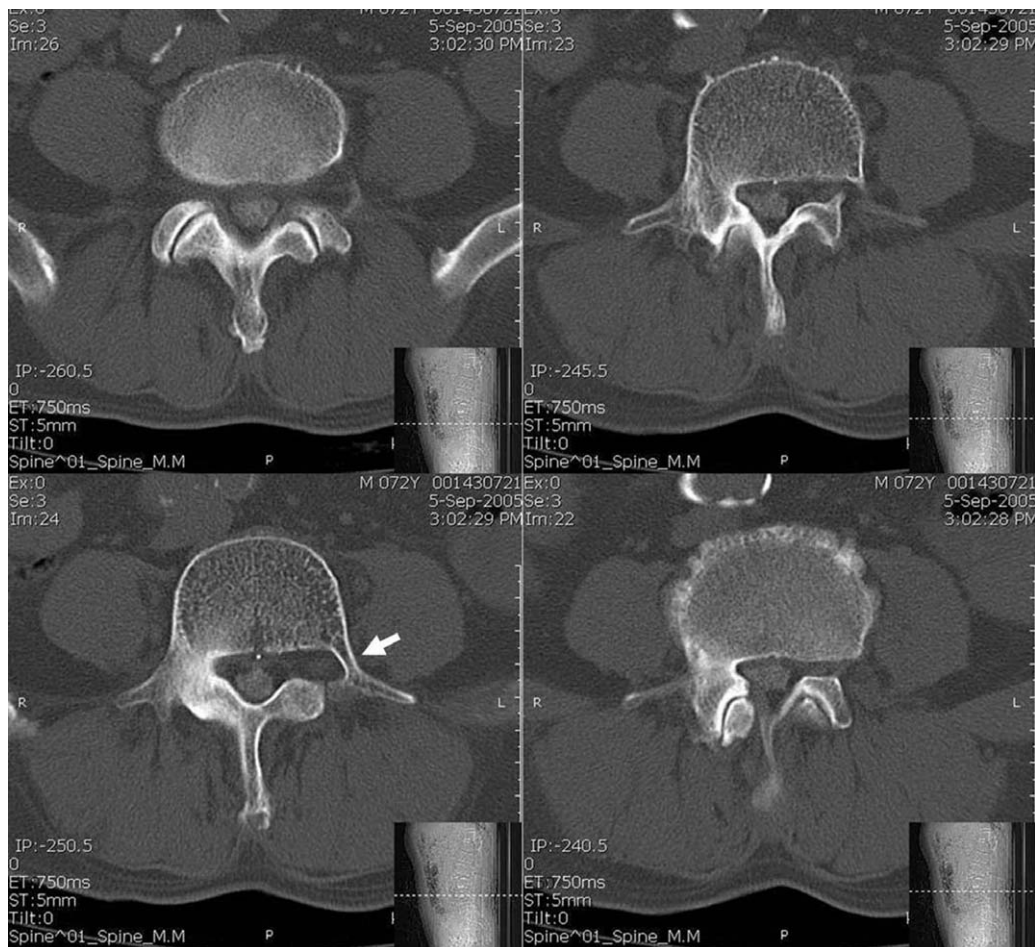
CT scans shows absence of the left pedicle and hypertrophy of the right pedicle of L4 vertebra. Degenerative changes of the right L4-5 facet joint was also noted. Arrow indicates the rudimentary bony connection between the vertebral body and the left side transverse process, instead of the pedicle.
